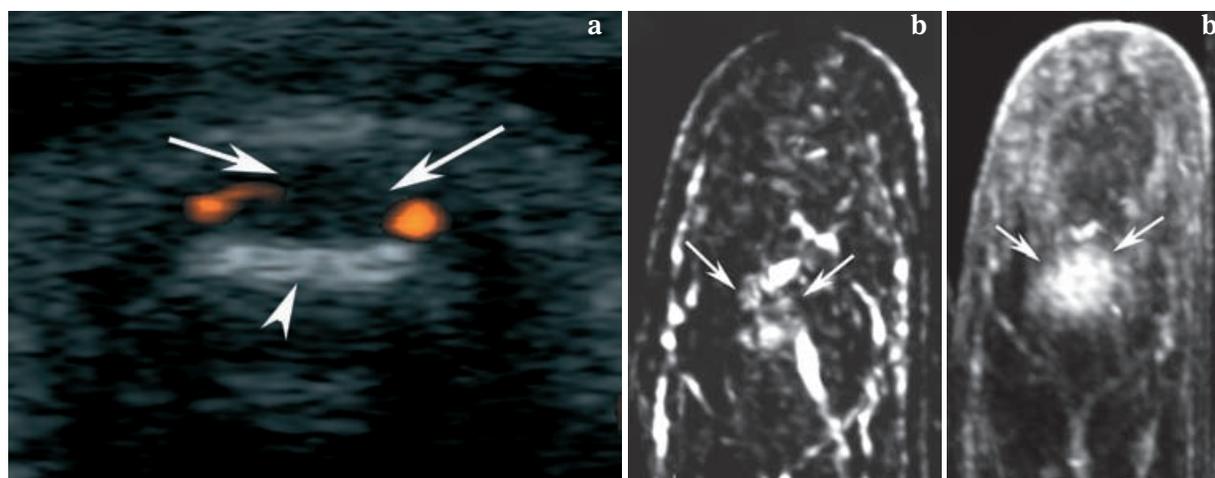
Tumeur glomique hypovasculaire en Doppler puissance. L'échographie en mode Doppler puissance dans le plan axial (a) montre une tumeur glomique (flèche) hypovasculaire. Encoche osseuse (tête de flèche). La reconstruction MIP (maximum intensity projection) coronale de l'angio -RM précoce (b) et tardive (c) montre le caractère hypervasculaire de la tumeur.
